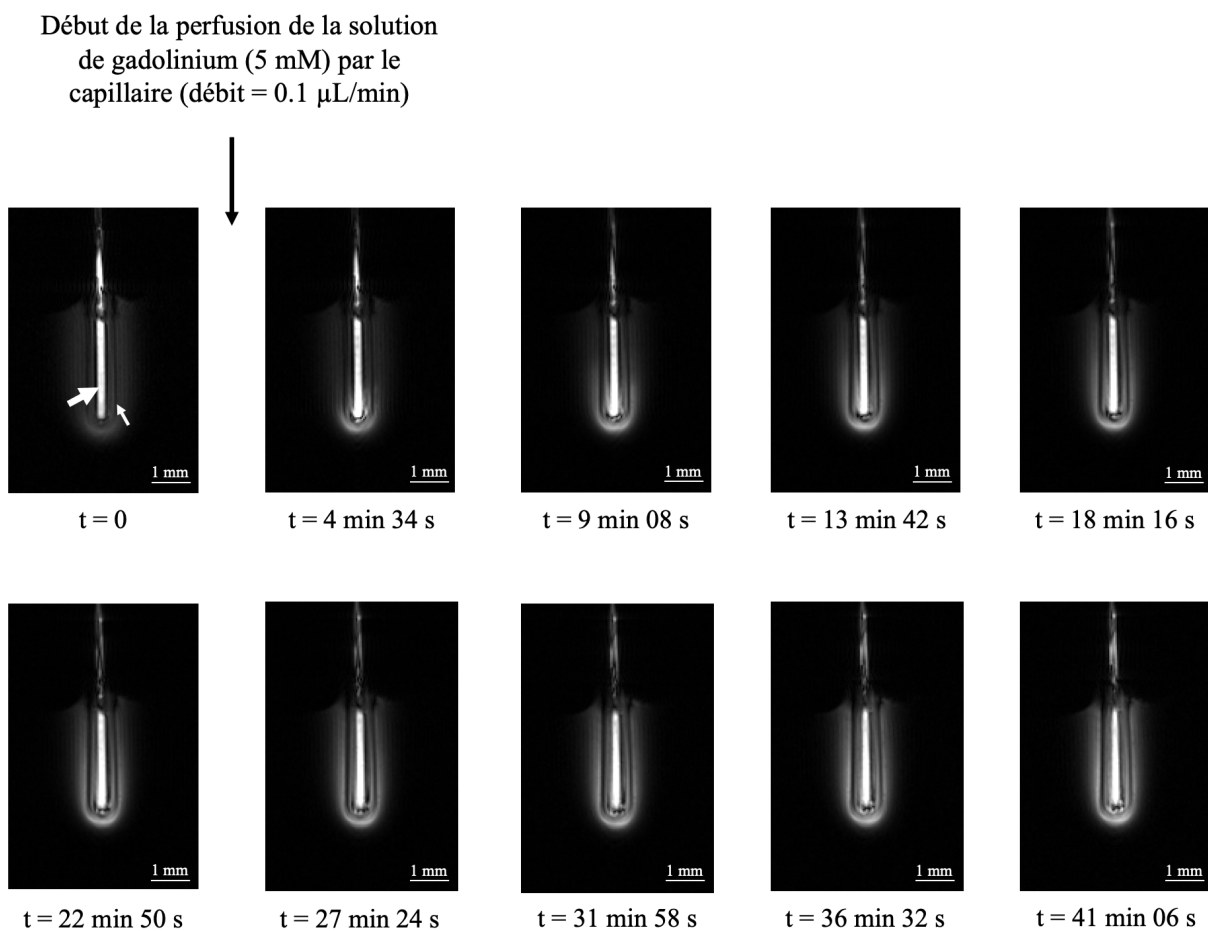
Images IRM sagittales pondérées T_1 acquises avec la micro-antenne RMN utilisée en réception RF au cours de la perfusion (débit = 0.1 $\mu\text{L}/\text{min}$) de la solution d'agent de contraste à base de Gd (5 mM) par le capillaire. Les images ont été acquises avec une séquence FLASH et avec les paramètres suivants : TR/TE = 200/3.5 ms, 3 coupes, épaisseur de coupes = 1 mm, FOV = $10 \times 10 \text{ mm}^2$, résolution spatiale = $39 \times 39 \times 1000 \mu\text{m}^3$, temps d'acquisition = 1 min 08 s. La petite flèche montre le fil de cuivre de la boucle de détection de la micro-antenne RMN apparaissant en hyposignal et la grande flèche montre le capillaire pré-rempli avec la solution d'agent de contraste à base de Gd.
